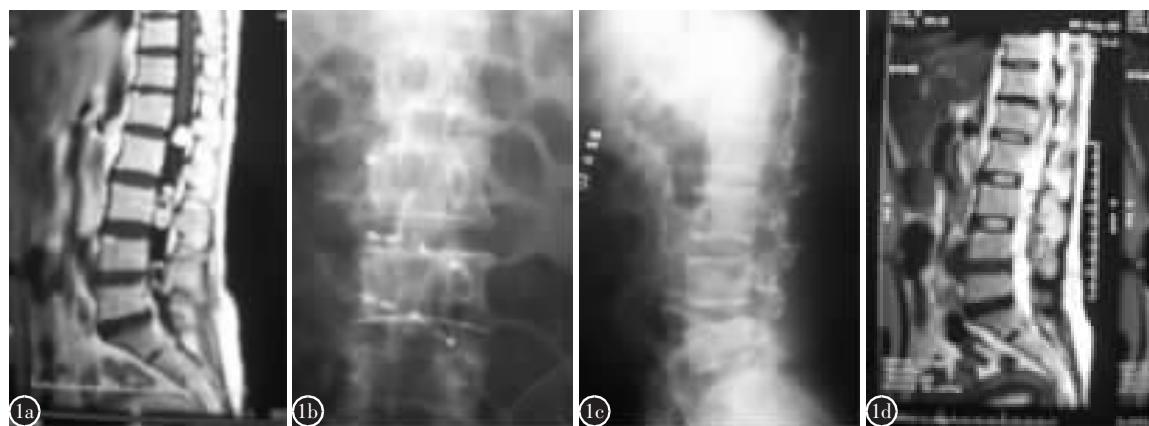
a 术前 MRI 示椎管内三处神经鞘膜瘤 b 肿瘤摘除椎板回植及钛板固定术后 X 线片示椎板完全复位 c 侧位 X 线片显示椎管完整 d 术后 3 个月复查MRI示硬脊膜无压迫
